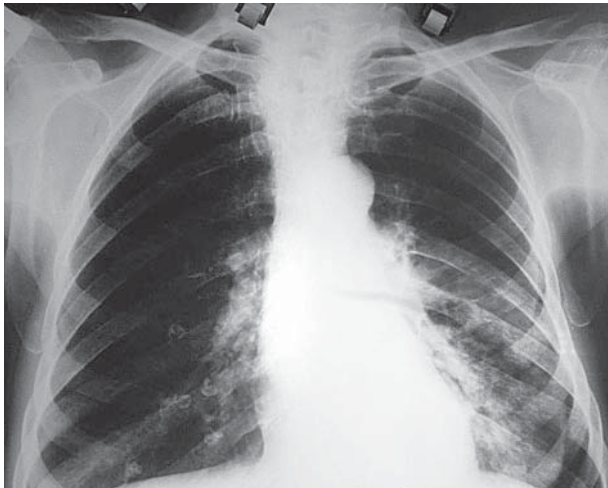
Рентгенограма органів грудної порожнини від 21.05.2013 г.
